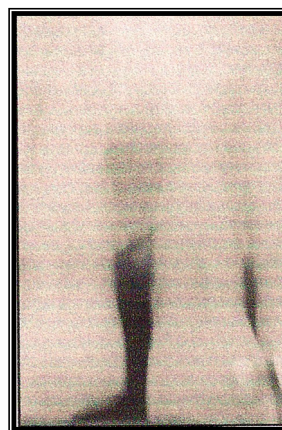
Radiographie après chirurgie
